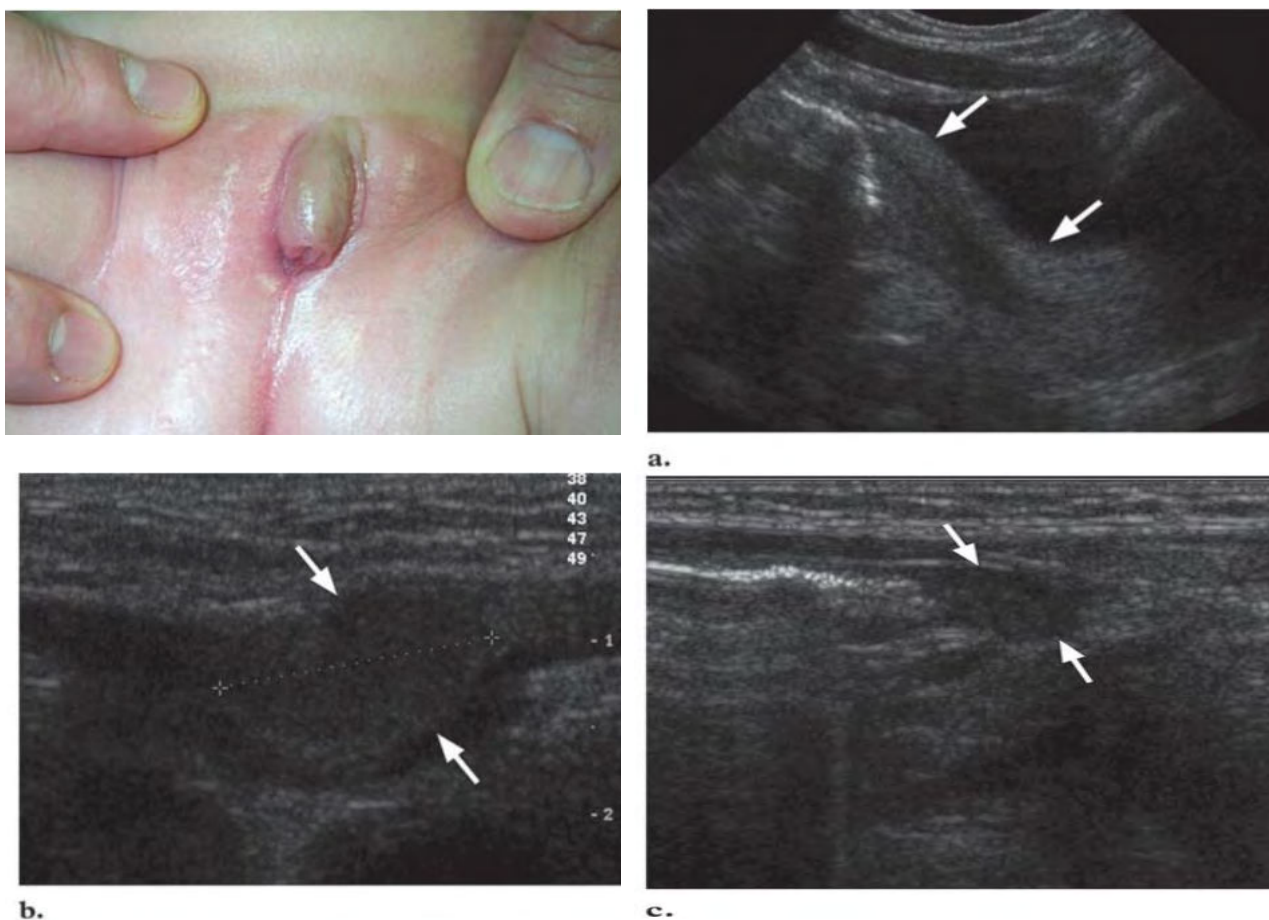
Клинический случай нарушения формирования пола (истинный гермафродитизм) Disorders of sex development (DSDs) у новорожденного ребенка с особенностями строения наружных гениталий. а – на УЗИ таза показана нормальная матка (стрелки). б, с – УЗИ показывает ткань половых желез в правом паховом канале (стрелки и курсоры в б) и левой подвздошной ямке (стрелки в с), имеющую вид яичек. Ни в одной из половых желез не было обнаружено фолликулов. Биопсия половых желёз слева и справа показала незрелую ткань яичка и яйцевода. Цитогенетический анализ выявил генотип 46, XY в клетках обеих половых железах (Chavhan G.B. et al., 2008)
